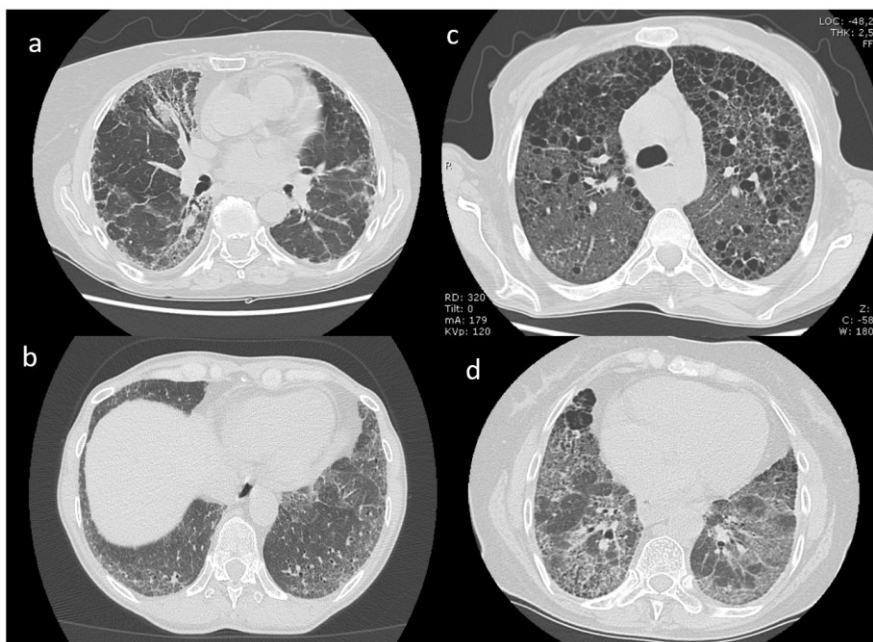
Pattern NSIP (a e b) e pattern UIP (c e d) alla HRCT
